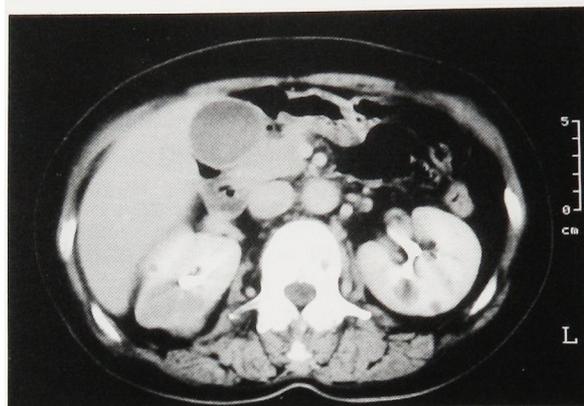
Abdominal CT (enhanced). A renal tumor was detected in right kidney, 4 cm in diameter.
